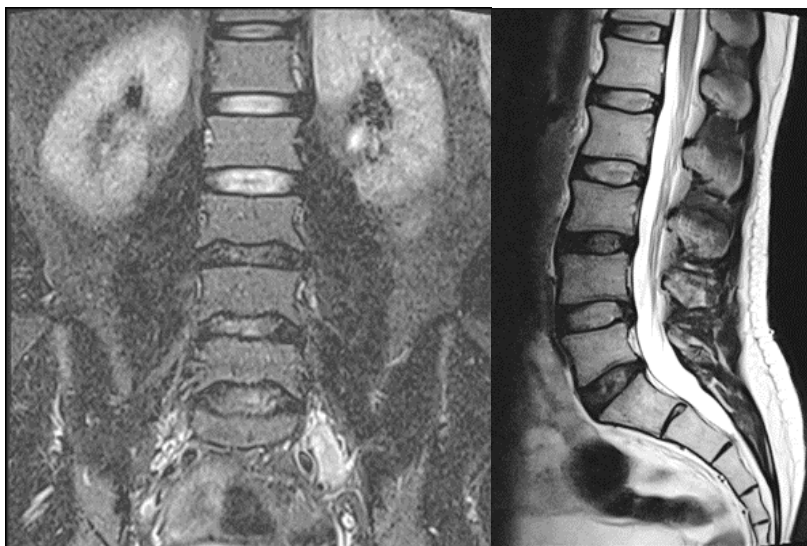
Данные магнитно-резонансной томографии (коронарная, сагиттальная проекции)
